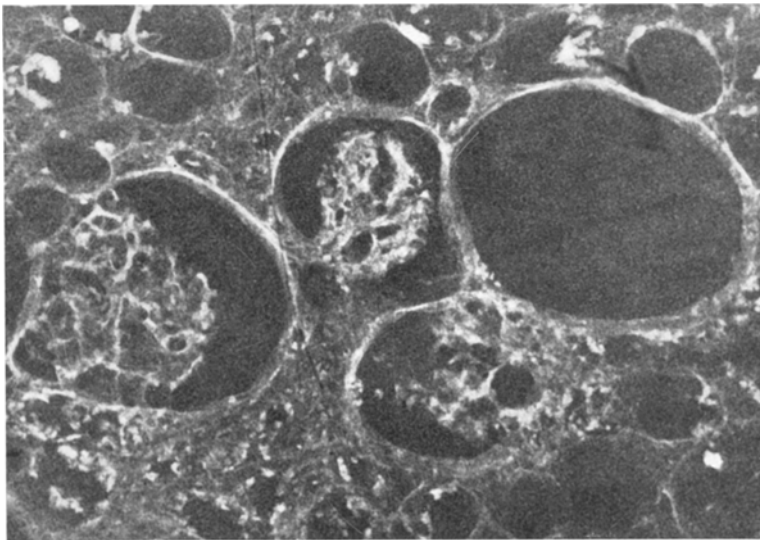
Niere, Historöntgenogramm. Gleiche Vergr. und Bel. wie Abb. 2. Stärkere Absorption der Gefäßschlingen in den Glomerula, in deren Kapsel und der Basalmembran der Kanälchen (rechts-links-seitenverkehrt)
